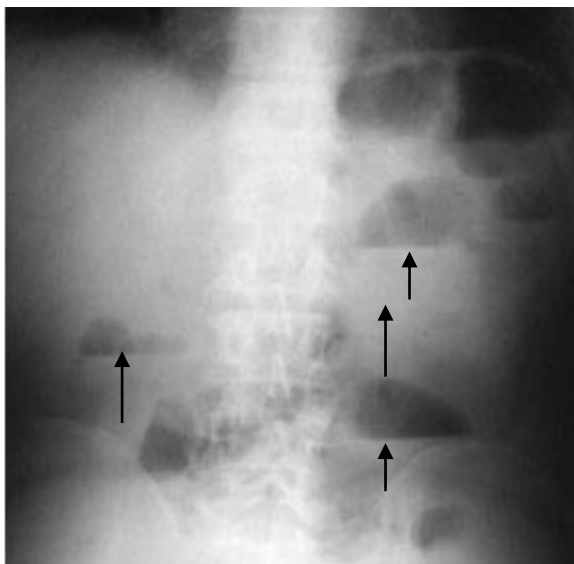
Обзорная рентгенограмма брюшной полости в прямой проекции. Видны чаши Клойбера (стрелками указаны отдельные чаши Клойбера). Непроходимость тонкой кишки
